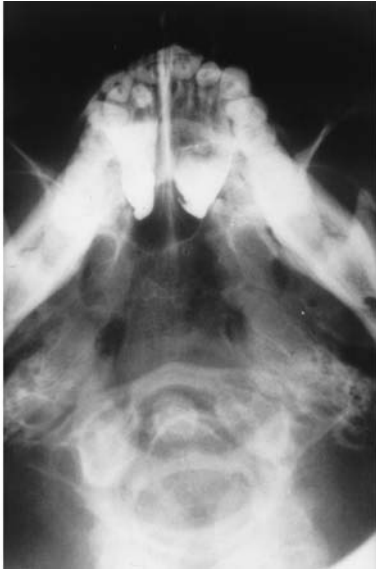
Radiografía con lipiodol en la que se observa la detención del contraste por atresia de coanas bilateral.
